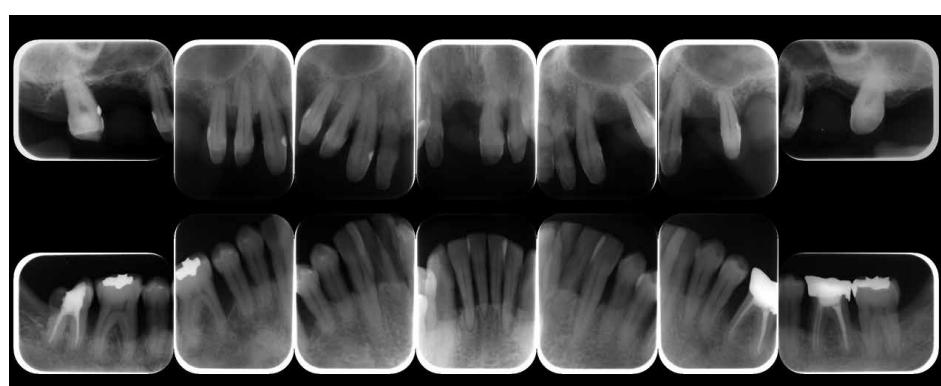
Dental X-ray 14 after completion of basic periodontal treatment (January 2010)
